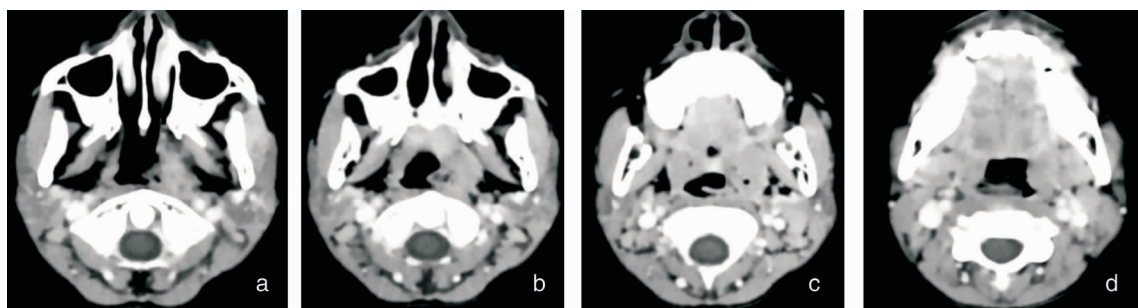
咽腭部增强 CT 扫描提示瘤体为混杂密度,上至鼻咽左侧壁,向下至口咽腔左后壁 a、b: 鼻咽层面; c、d: 口咽层面
